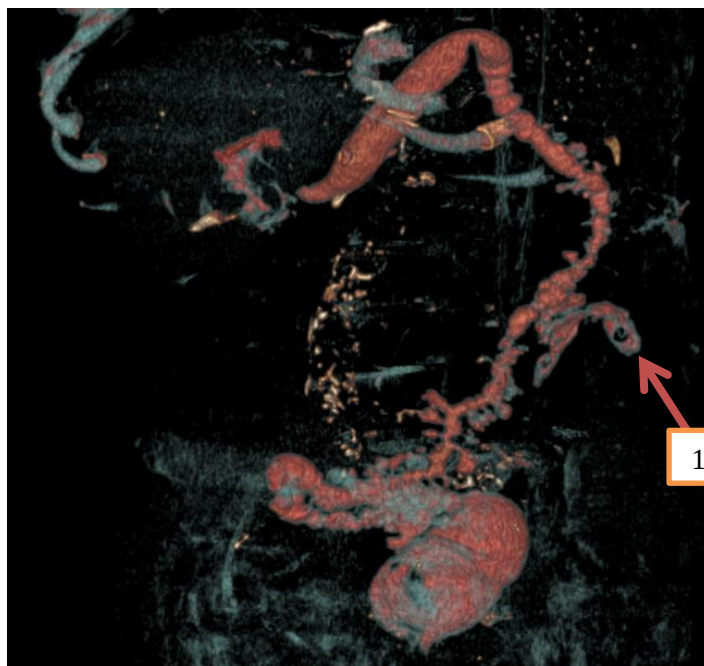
КТ-колонография, 3D модель пациента Б., 65 лет. Множественные дивертикулы сигмовидной кишки с повышением тонуса кишечной стенки. Фиксация верхней трети сигмовидной кишки с формированием свищевое соустья – стрелка 1.
